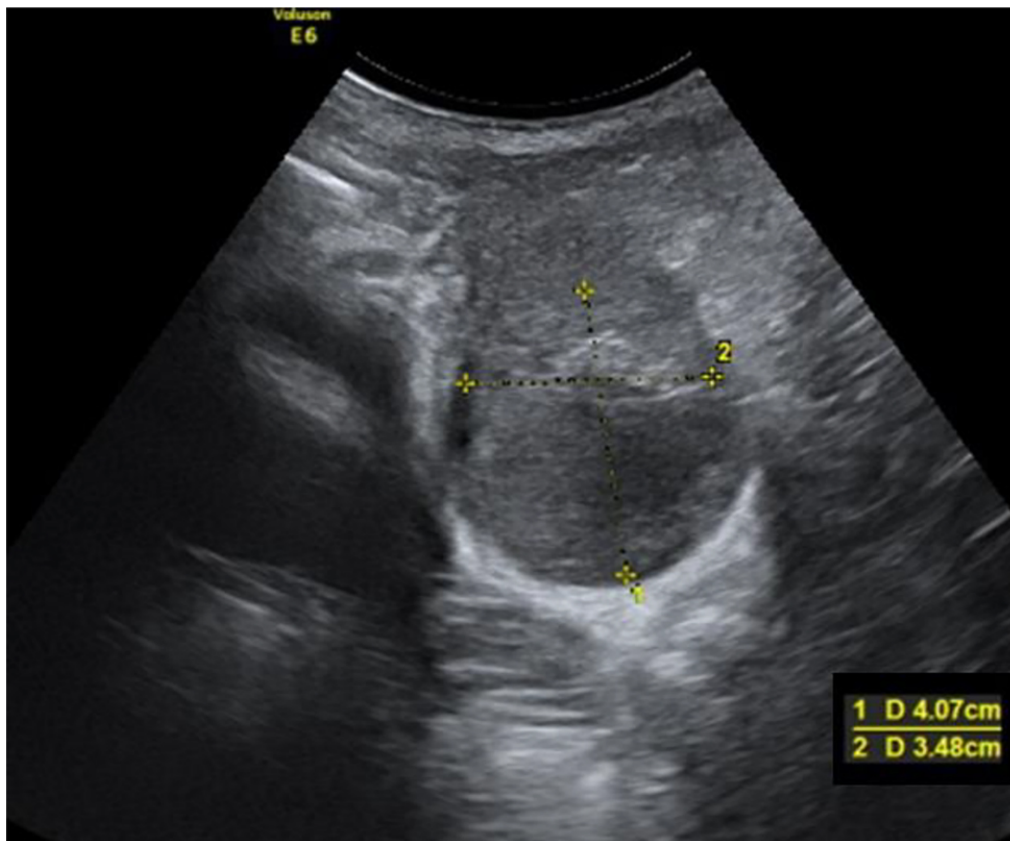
Hematoma posparto por ecografía transabdominal.
